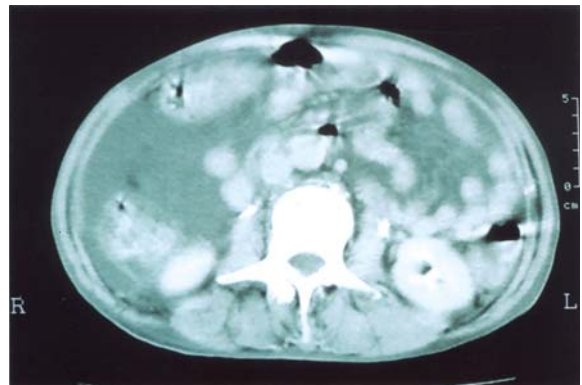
A abdominal CT finding in the patient of Case 1. Moderate amount of ascites and diffuse wall thickening in the large bowel were noted. There was no evidence of malignancy.
